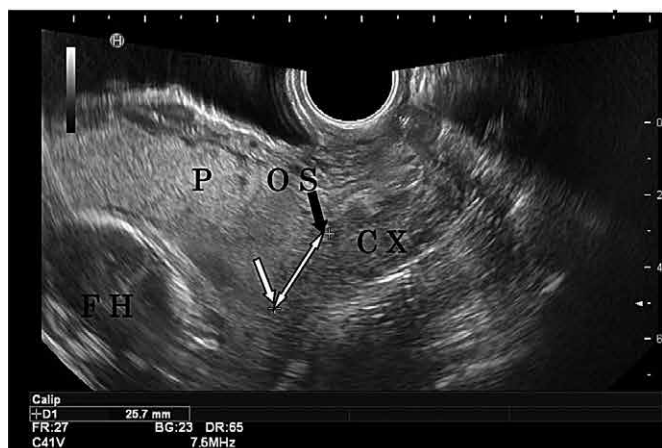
入院時経膣超音波所見(21週3日) P:胎盤 OS:内子宮口 CX:頸管 FH:児頭
